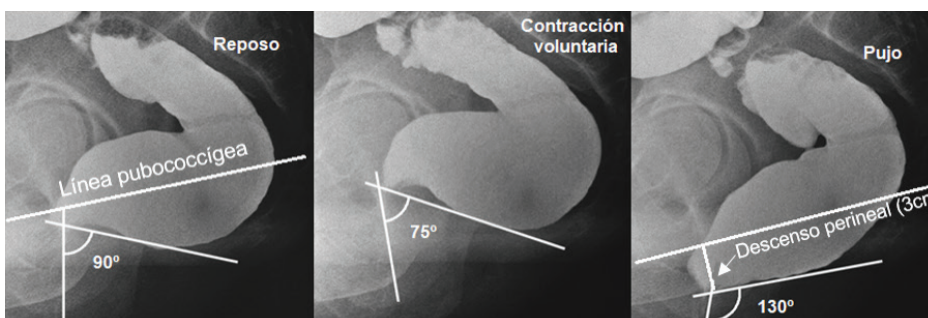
Videodefecografía normal.
